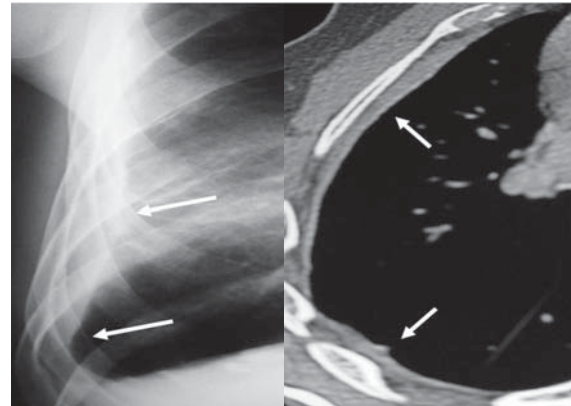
Espessamento pleural difuso relacionado ao asbesto. Espessamento contínuo da pleura da parede torácica direita na radiografia de tórax, obliterando o seio costofrênico lateral (setas)
